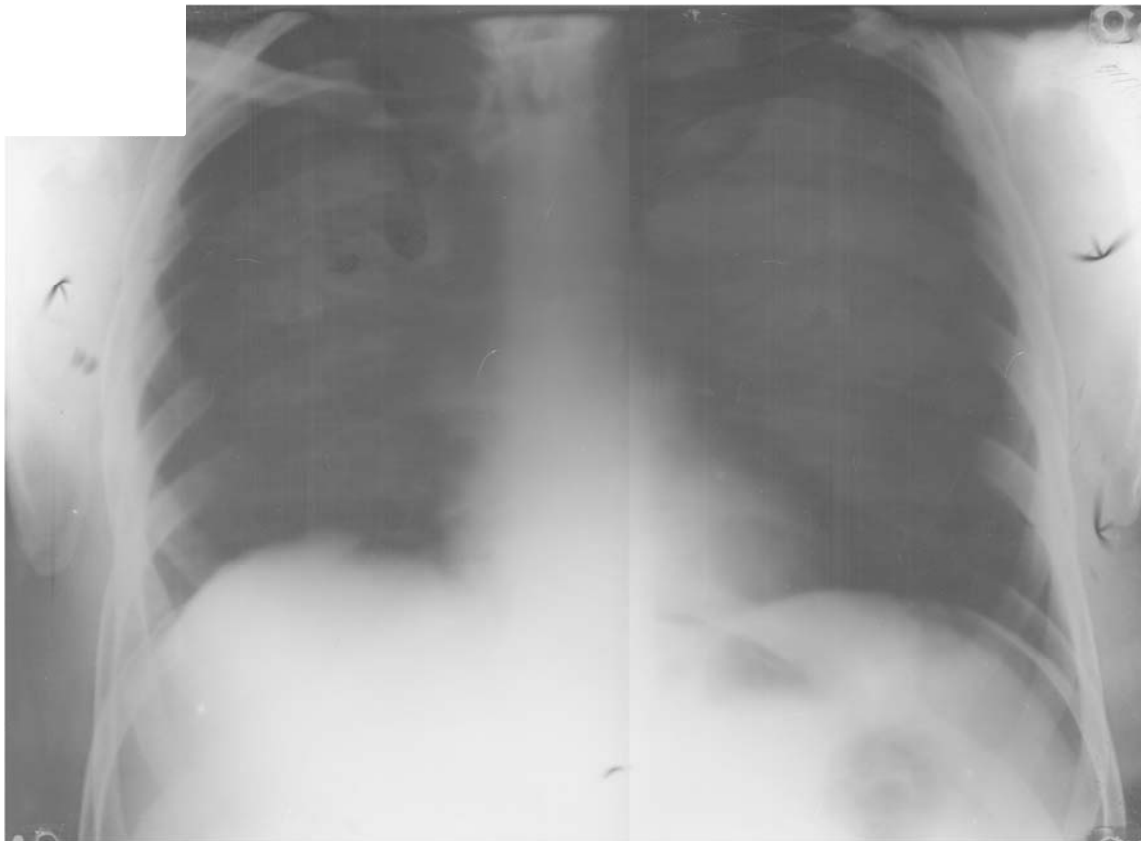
Рентгенограма грудної клітки пацієнта Р. від 30.03.2011 р. Рентген-динаміка в легенях позитивна: інфільтрація справа на всій довжині переважно периваскулярна. Зліва від третього ребра вниз зниження пневматизації легеневої тканини, корені малоструктуровані. Верхня частка лівої легені підвищеної прозорості. Висновок: двобічна пневмонія, стадія розсмоктування.
